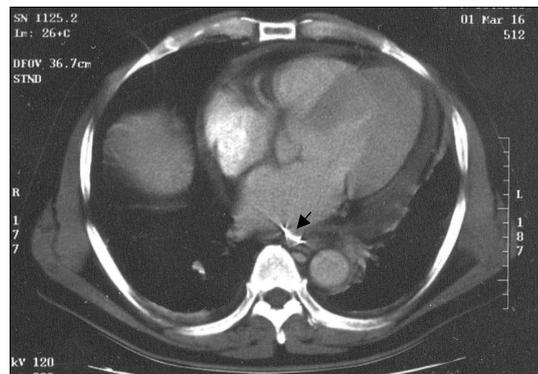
Chest CT scan shows metallic foreign body (arrow), which is penetrating into pericardium through distal esophagus and abutting to the RA wall. There also show associated pericardial effusion, bilateral pleural effusion and mediastinitis. RA: right atrium.
